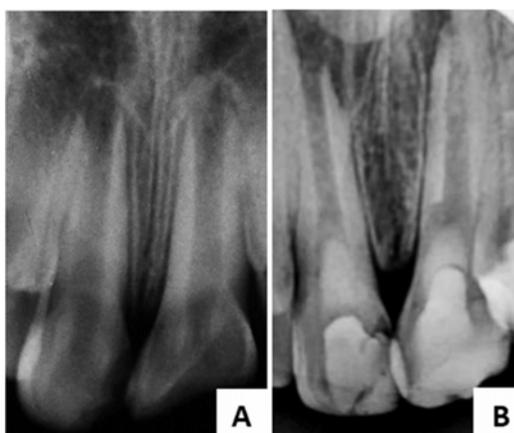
Radiografías pre y post tratamiento de endodoncia regenerativa en diente 1.1 (caso 1) y 2.1 (caso 2). (A) Fotografía pretratamiento, en 2014. Dientes permanentes con ápice inmaduro. (B) Fotografía post tratamiento en 2020. Dientes con crecimiento de manera longitudinal y transversal de la raíz. En el diente 2.1 se puede observar
